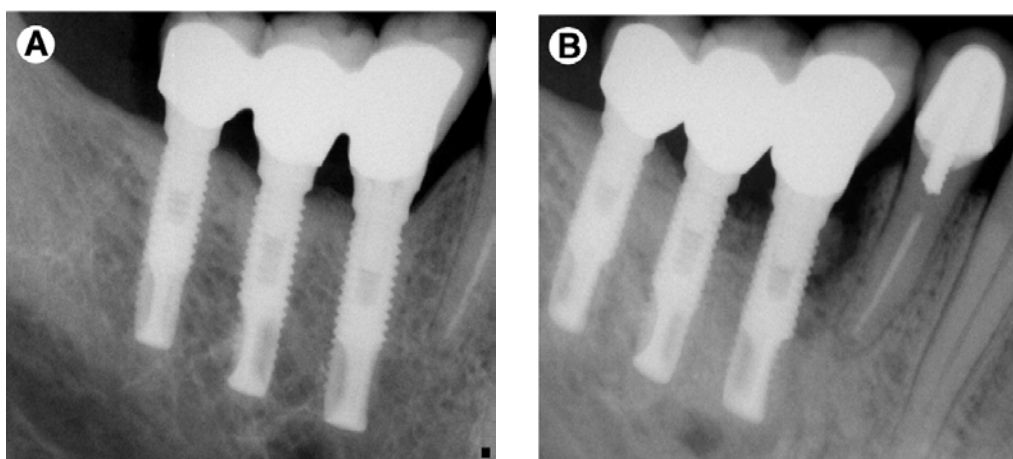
a) Radiographie secteur droit mandibulaire avant l'instauration des BPs.
